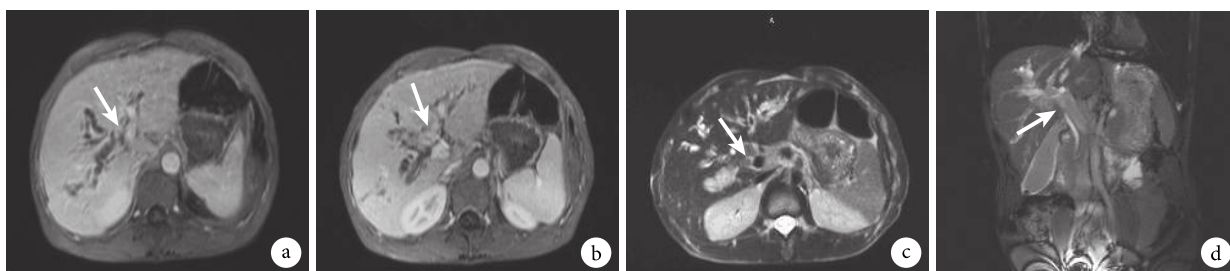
示该患者术前 MRI 及 MRCP 的扫描结果
